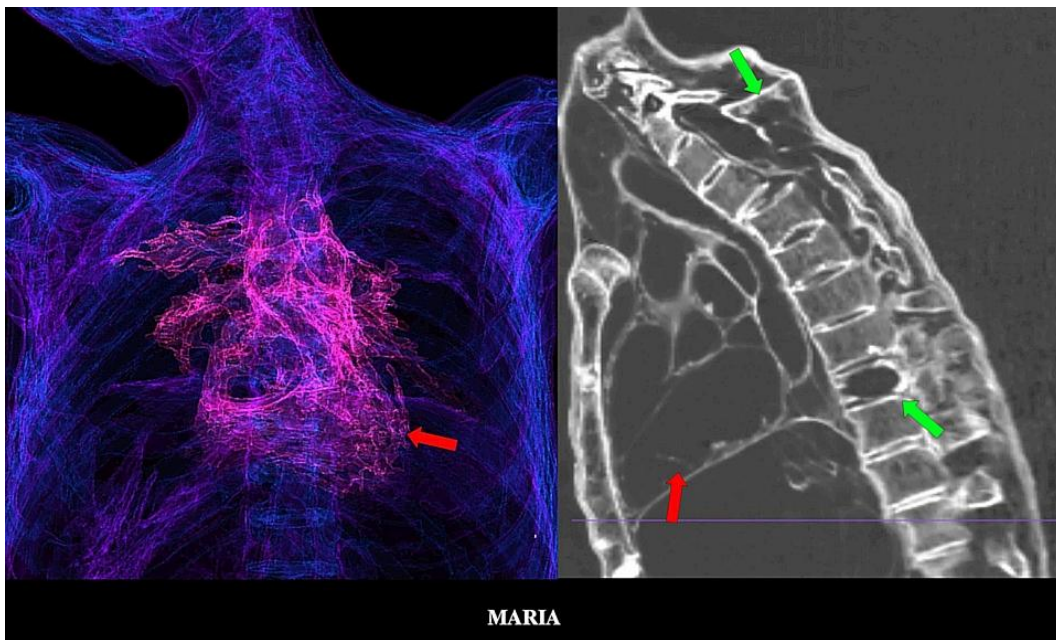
TC 3D que muestra el armazón o estructura de soporte del corazón (flechas rojas) con forma normal. Pueden identificarse lesiones óseas destructivas en la columna vertebral (flechas verdes).
